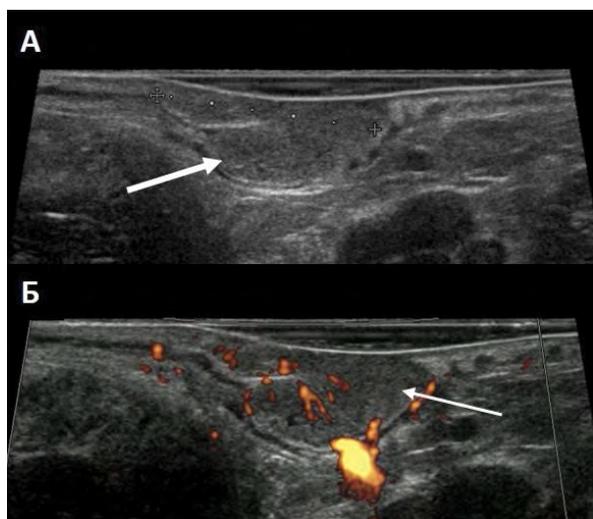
Echogram of in situ adenocarcinoma. A – ERUS in B-mode, the arrow marks the tumor. B – ERUS with power Doppler – tree-like vascularization with impaired angioarchitecture is determined in the tumor tissue (arrow).
